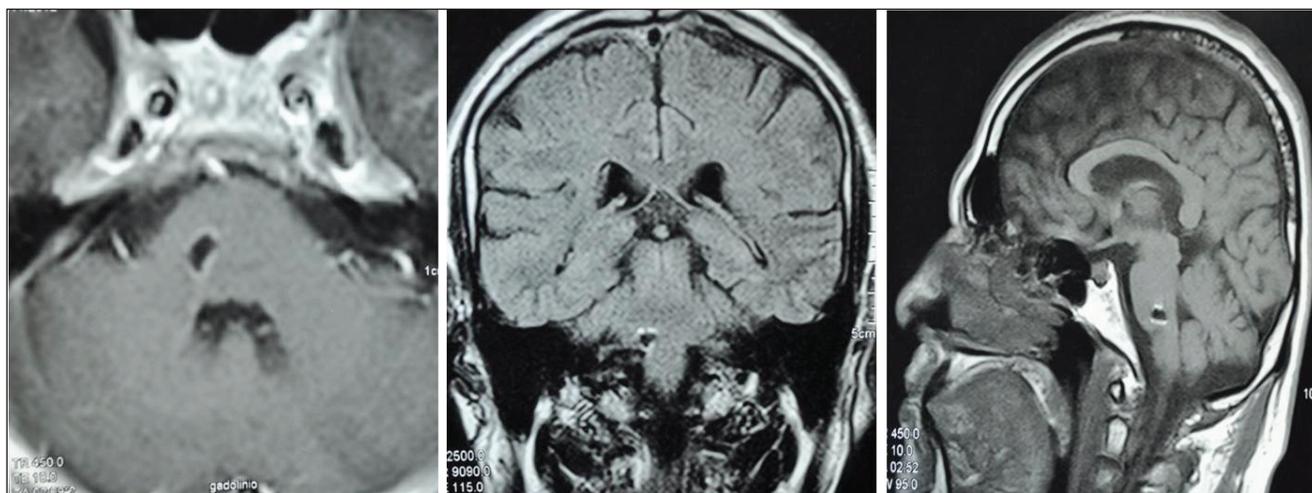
RMN contrastada en control postquirúrgico.
